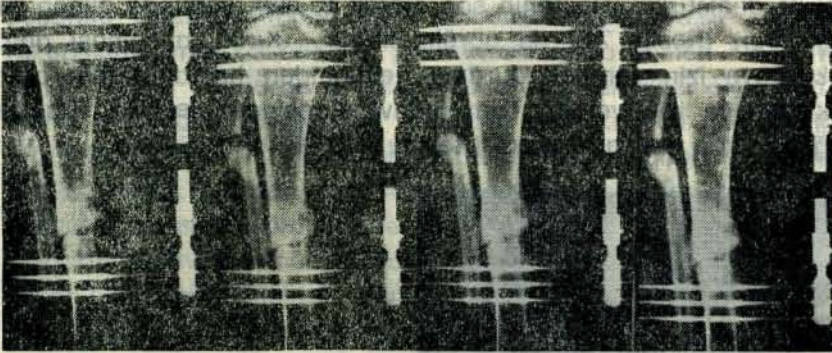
2 — Hastanın ameliyattan sonra AP-Lateral radyografisi.
